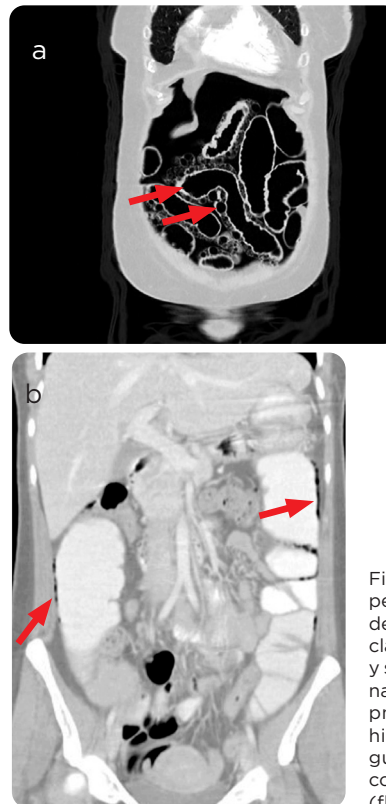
a) TC de abdomen que permite imagen de escanografía de abdomen que permite definir claramente las imágenes quísticas y su relación con la mucosa intestinal (flechas), así como moderado pneumoperitoneo. b) imágenes hipodensas mucosas de configuración lineal en la pared del colon ascendente y descendente (flechas).
